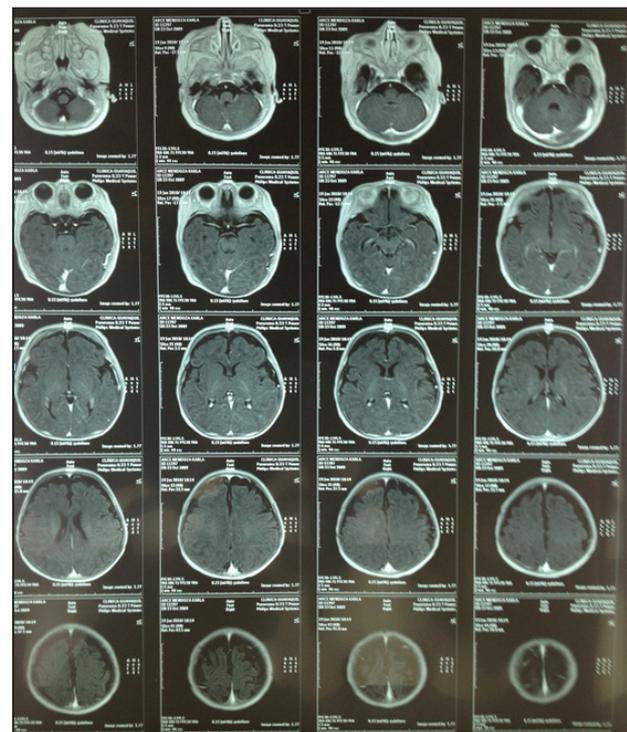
TC de cerebro con datos de atrofia cortical.
